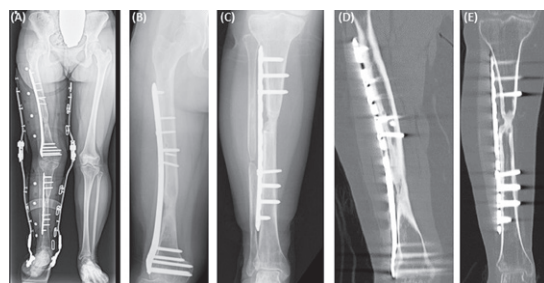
最終観察 術後14か月時 X-p, CT
